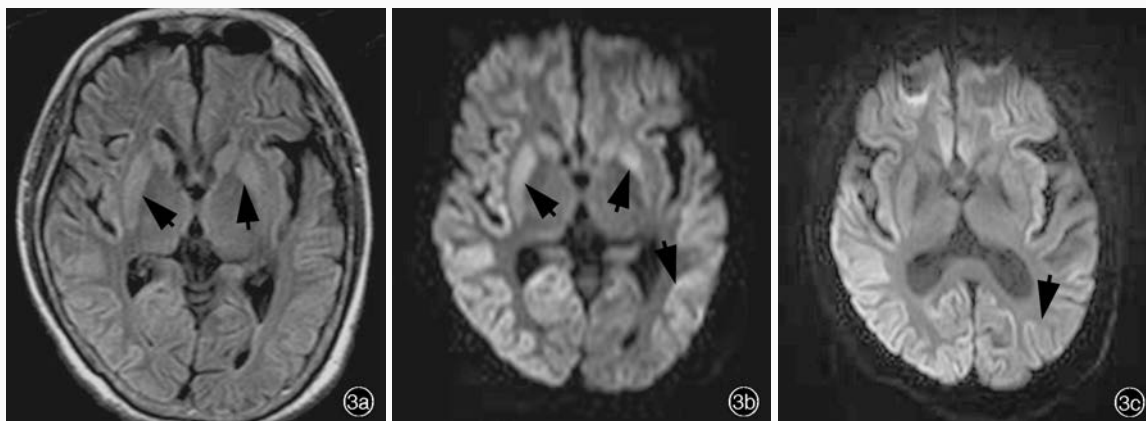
男性患者,49岁。主诉四肢活动障碍1个月。头部MRI(1.5T)检查所见 3a 初次检查时,横断面FLAIR成像显示双侧壳核稍高信号(箭头所示) 3b 初次检查时,横断面DWI显示双侧尾状核头部、壳核、双侧颞枕叶和右侧岛叶皮质明显高信号(箭头所示) 3c 18周后复查时,横断面DWI显示双侧基底节区高信号消失,左侧颞枕叶高信号范围缩小(箭头所示),双侧脑室扩大
